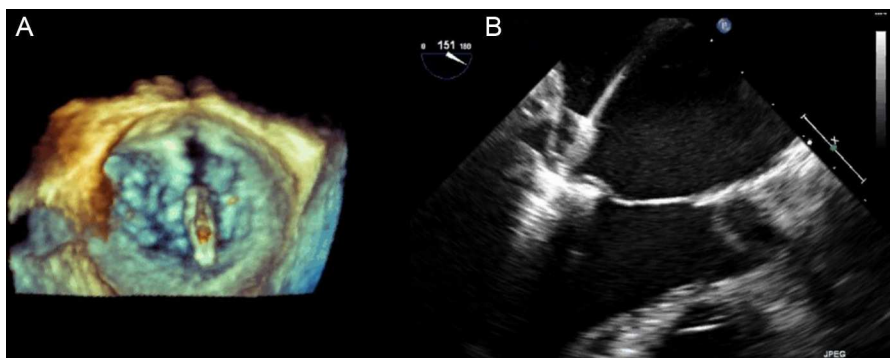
A: imagen de ecocardiografía tridimensional con clip mitral abierto en la aurícula izquierda, en la que se comprueba la alineación respecto al plano de coaptación de los velos mitrales. B: imagen tomada en el momento del cierre del clip, dejando los velos mitrales en su interior.
